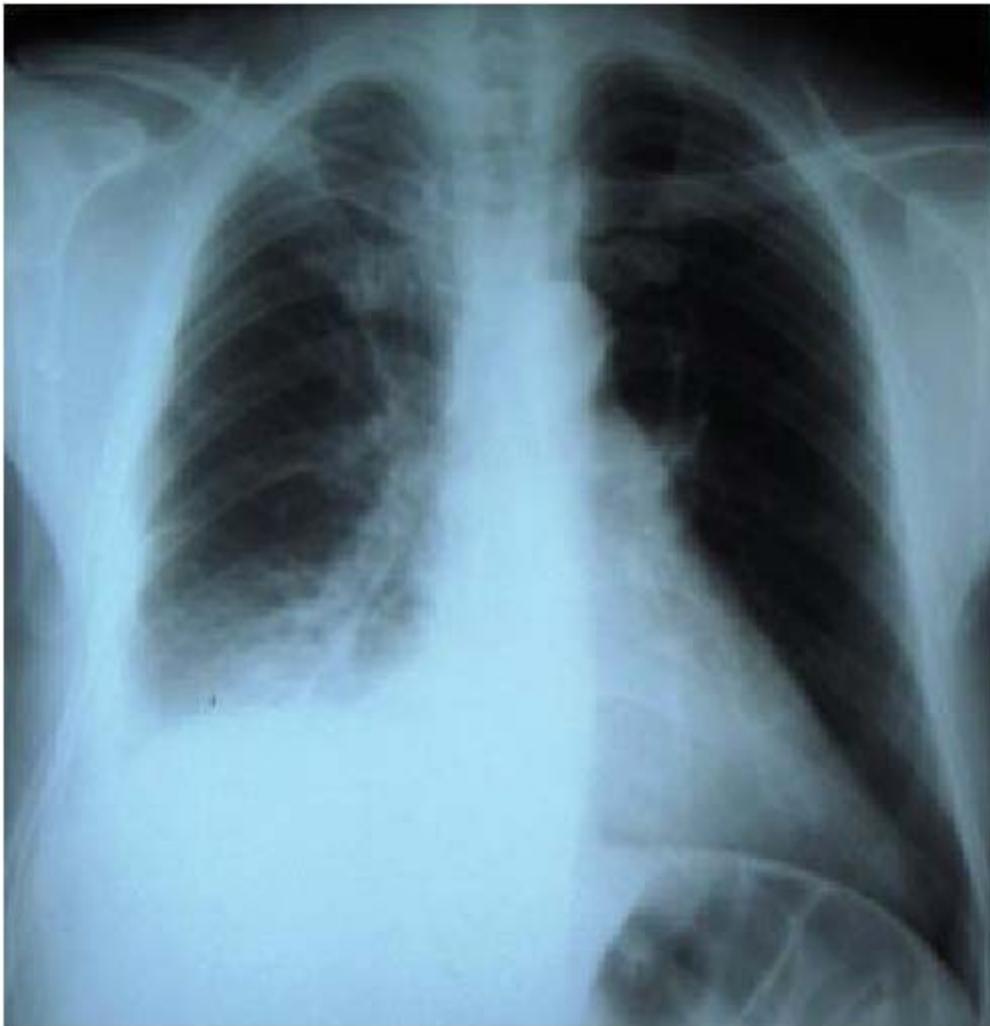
Radiographie pulmonaire d'un de nos malades ayant une embolie pulmonaire qui montre l'épanchement pleural droit
